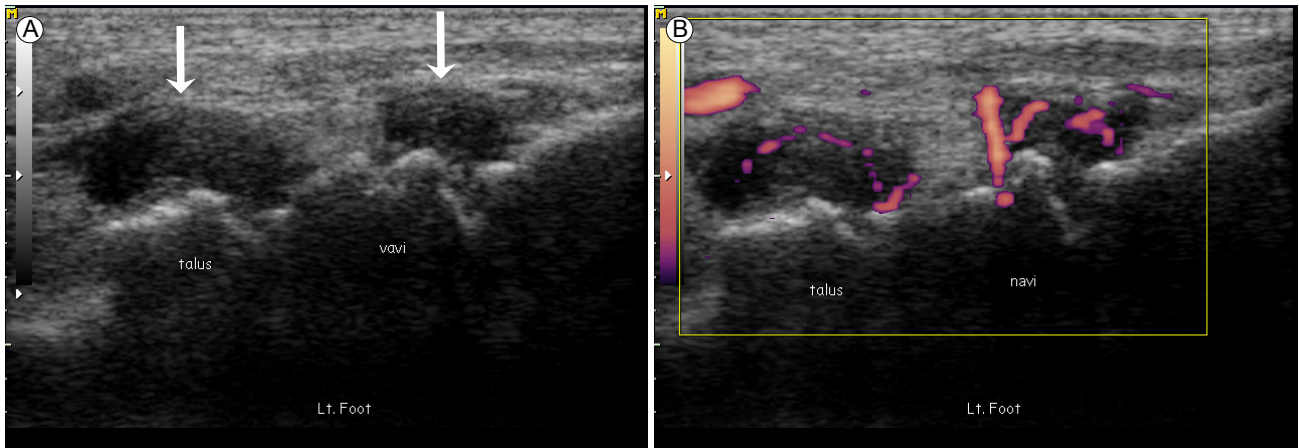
Gray-scale and Doppler ultrasound findings of the tarsal (talonavicular and naviculocuneiform) joint. Although synovitis of the tarsal (or carpal) joints usually cannot be detected through a clinical examination, ultrasound can detect it. (A) Gray scale shows effusion and synovial hypertrophy (arrows) of the talonavicular joint and adjacent naviculocuneiform joint. (B) Power Doppler hyperemia, which represents active synovial inflammation, is present in both the talonavicular and naviculocuneiform joints.
